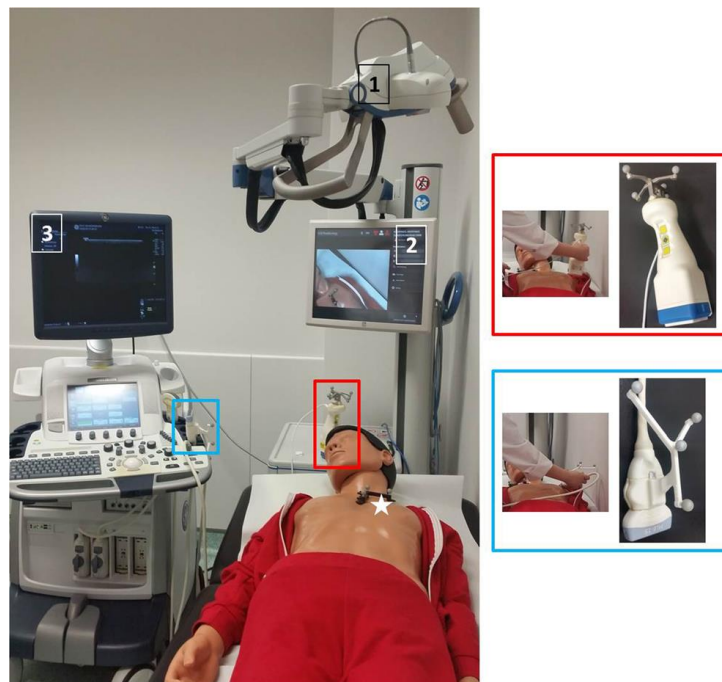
fhSPECT/US avec la sonde à ultrasons et la mini gamma caméra tenue à main levée - Tiré de Bluemel (2016)
